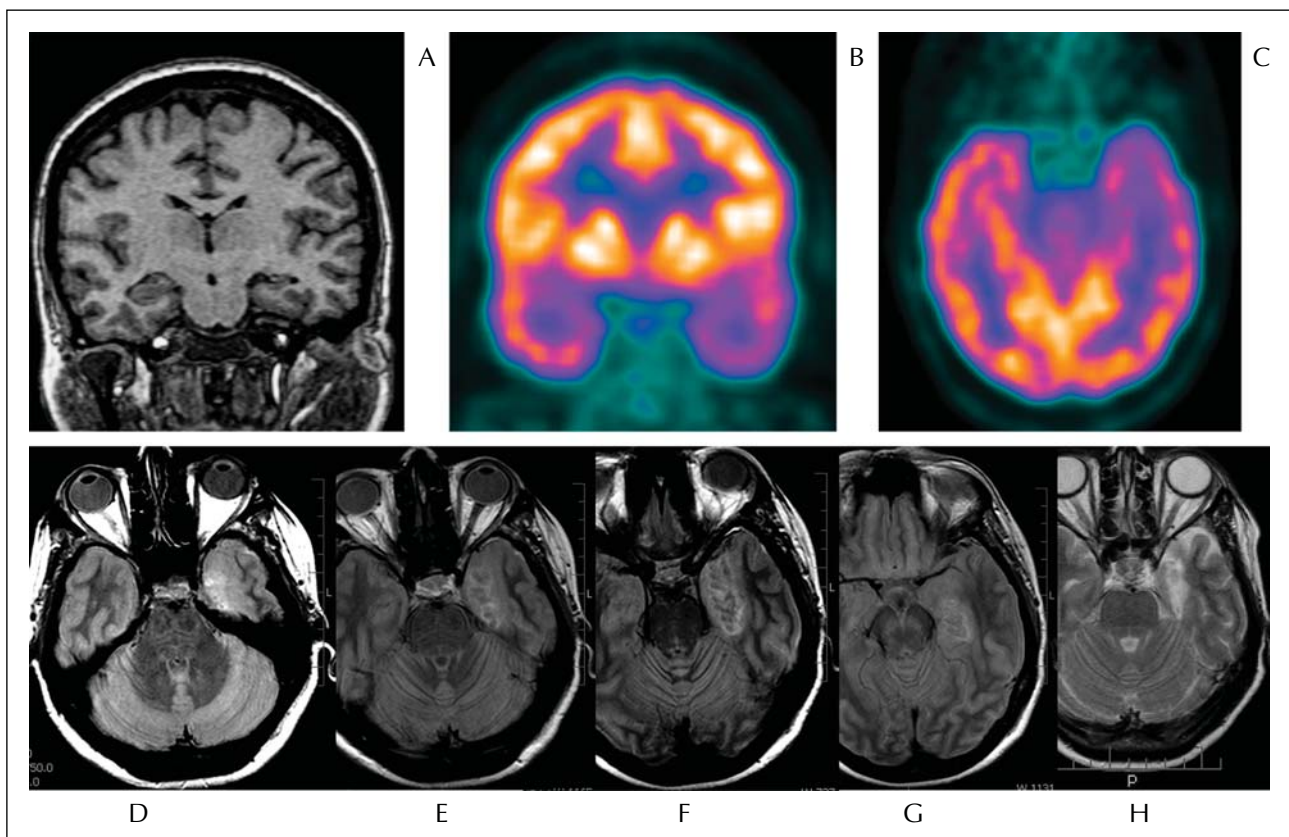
Results in patient 5. A) MRI showing mesial temporal sclerosis left; B, C) FDG-PET showing left temporal hypometabolism; D, E, F, G) MRI 3 days following stereotactic amygdalohippampectomy; H) MRI 25 months following stereotactic AHE.
